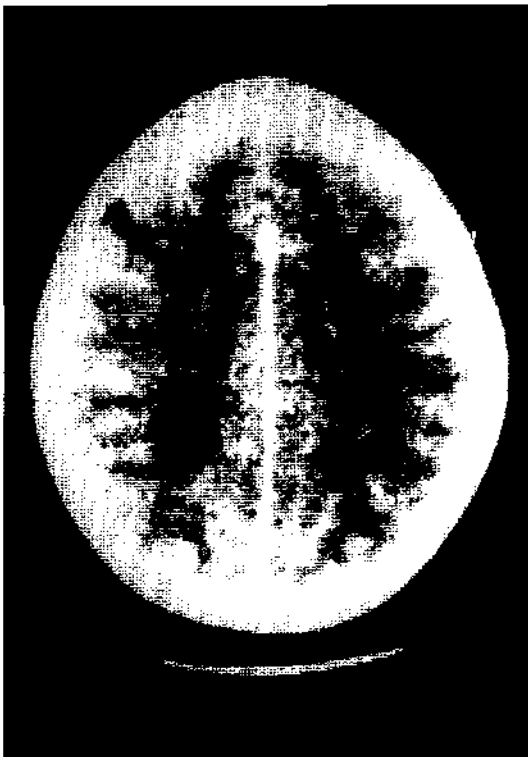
Tomografía axial computada del paciente 1, infarto cerebral derecho.
